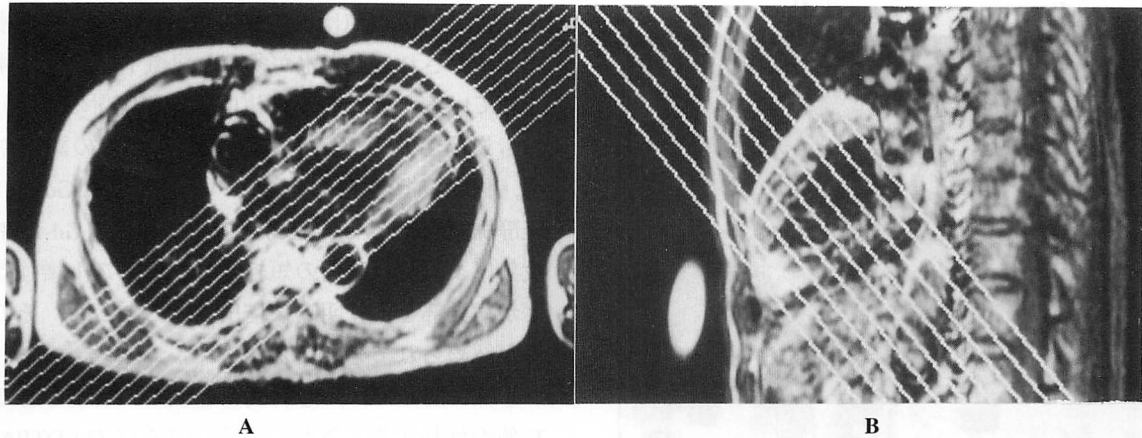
MR imaging findings
